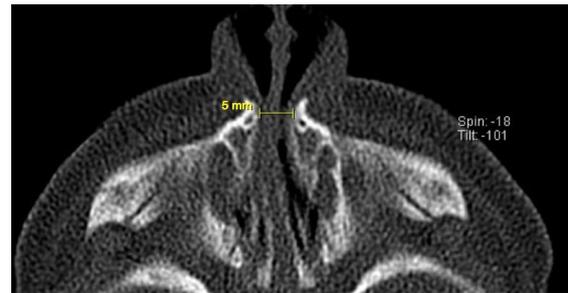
TDM axiale montrant une largeur d'orifice piriforme de 5 mm
